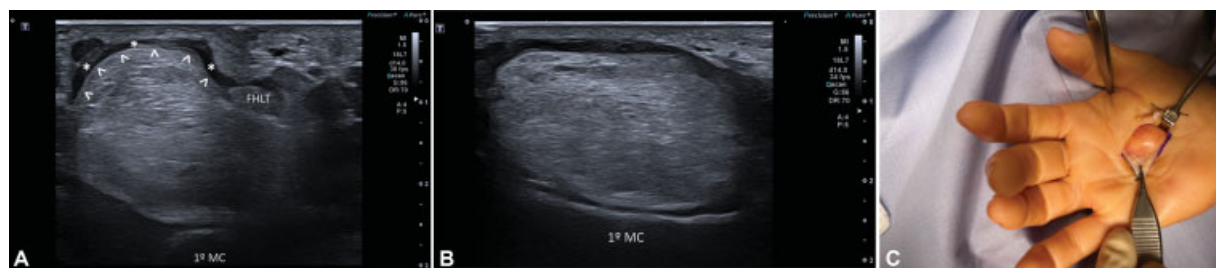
(A-C) Lipoma de ecografía axial y longitudinal y correlación intraoperatoria
